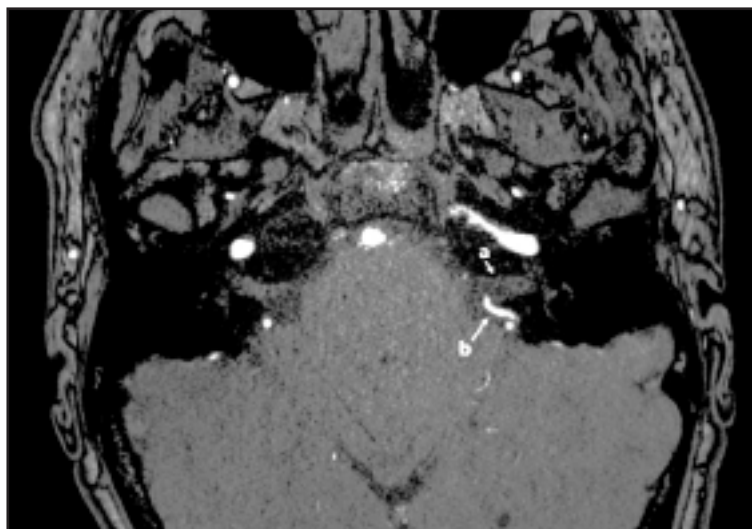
Angiorresonancia de cerebro. (a) Paquete neural facio-vestíbulo-coclear. (b) Arteria cerebelosa anteroinferior (AICA) izquierda. Se advierte una AICA izquierda (b) engrosada presenta un asa que protruye hacia interior del conducto auditivo interno, contactando la porción posterior e inferior del paquete neural facio-vestíbulo coclear (a).
